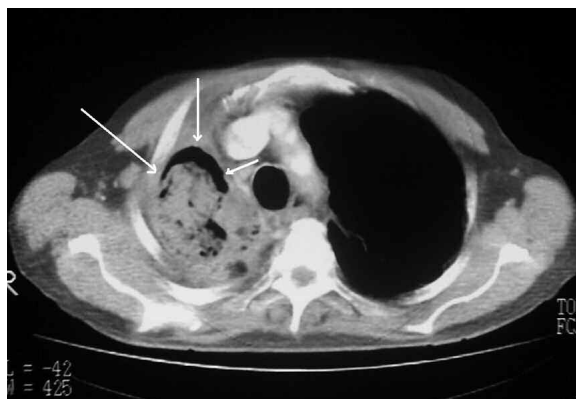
TC de tórax. Condensación del lóbulo superior derecho, con cavitación y efecto de masa en su interior, con signo de "medialuna creciente" (flechas). Aspergiloma.
